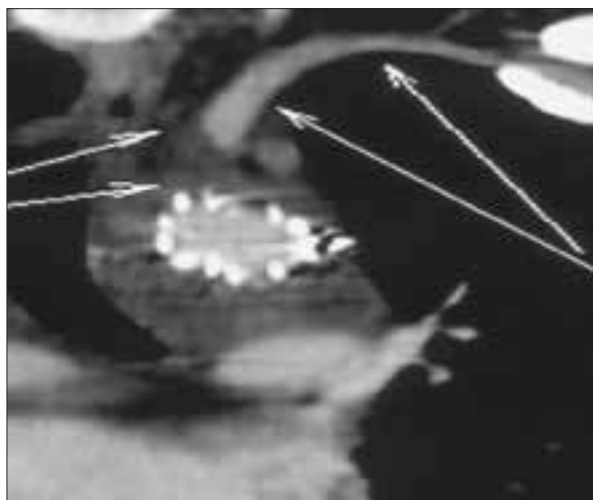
Corte transversal de tomografía axial computarizada torácica con contraste en el nacimiento de la arteria subclavia izquierda. Se aprecia endoprótesis en su interior permeable, trombosis de la zona dilatada y permeabilidad retrógrada de arteria subclavia, que genera una mínima fuga tipo II.
